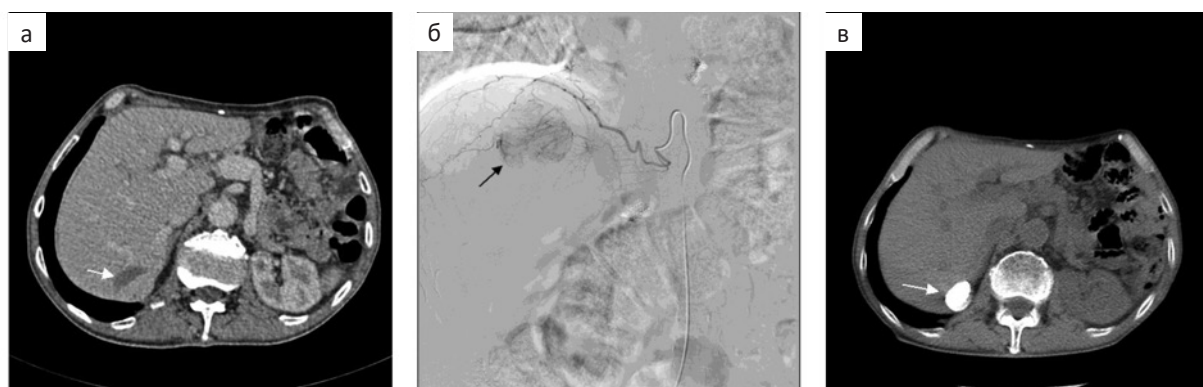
Пациент с ГЦР VII сегмента печени размером 3 см. а — при контрольной КТ через 1 месяц после ТАХЭ ПА определяется некроз лишь половины опухоли (стрелка). Прилежащая к диафрагме часть опухоли продолжает контрастироваться; б — Ангиограмма правой нижней диафрагмальной артерии подтверждает паразитическое кровоснабжение опухоли (стрелка) из артерии; в — при контрольной КТ через 9 месяцев после ТАХЭ правой нижней диафрагмальной артерии в опухоли интенсивное депо липиодола (стрелка)
